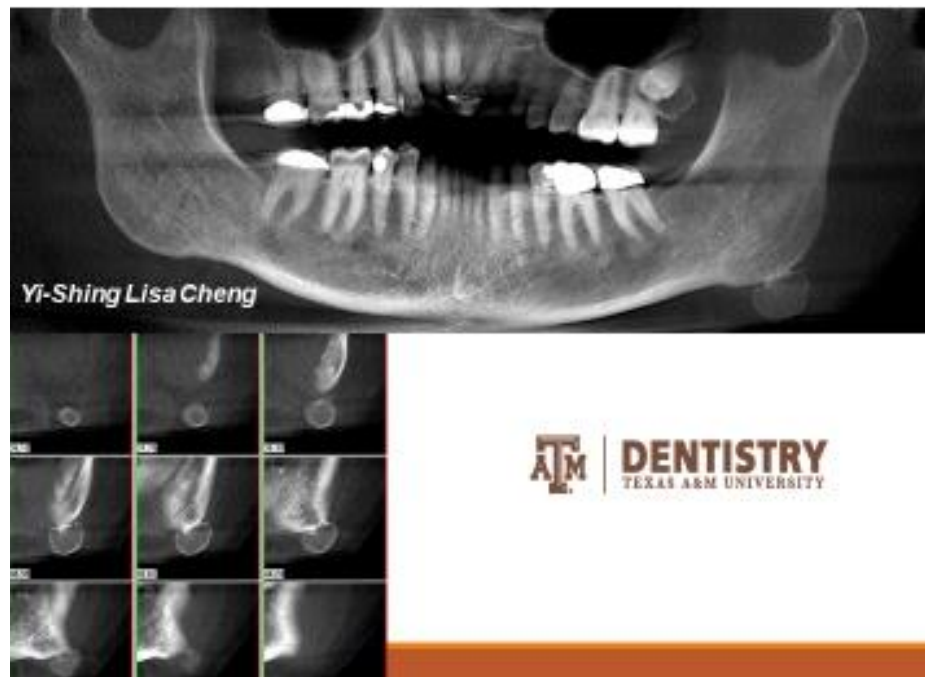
Se observa una radiografía panorámica con una lesión radiopaca en el ángulo de la mandíbula, en el cone beam se puede apreciar la misma lesión en diferentes cortes sagitales.
